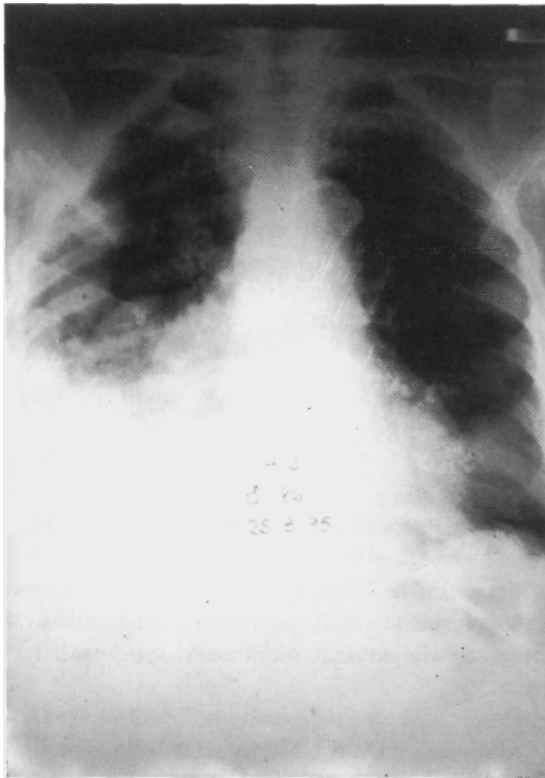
Radiografía de tórax (25/3/95).
